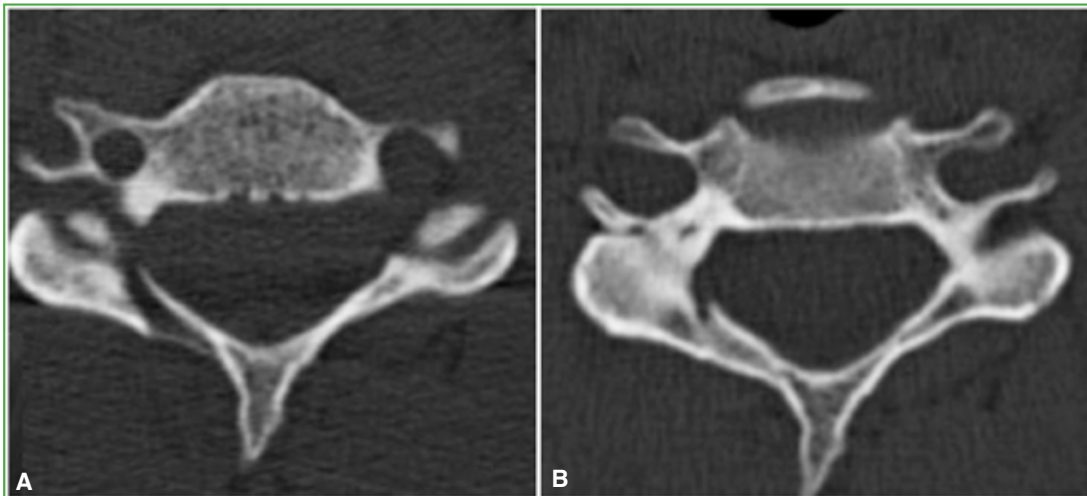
Caso ejemplo de fractura facetaria cervical, aislada, de tipo “masa lateral flotante”. Tomografía computarizada de columna cervical, corte axial. A. Al ingresar. B. A los 6 meses. Tratamiento conservador con collar rígido durante 12 semanas con consolidación de la fractura.
